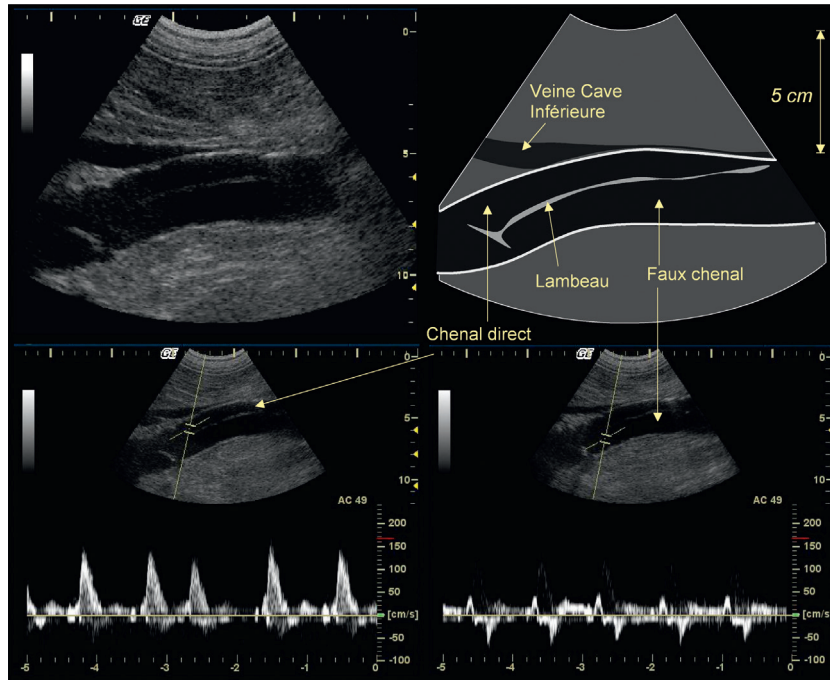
Dissection aortique étendue à l'aorte abdominale. L'échographie en coupe longitudinale montre le lambeau mobile divisant la lumière et délimitant deux chenaux parallèles, dont l'un est le siège d'un flux anormal, avec une modulation profondément altérée.
